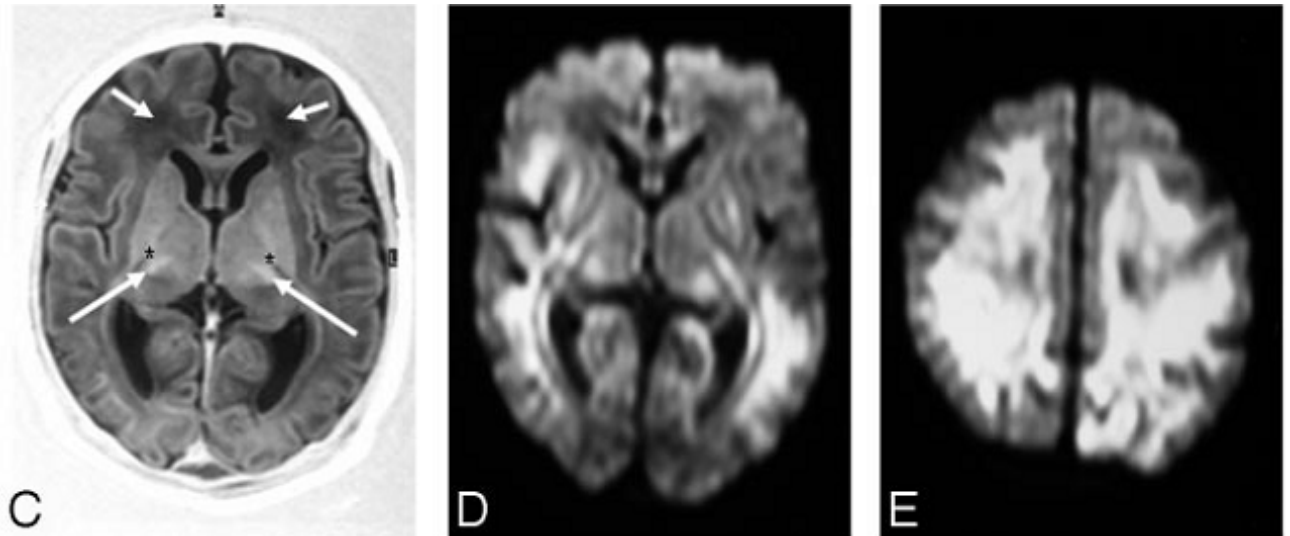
Em (C) Ressonância magnética da criança da figura 8.2 mostrando sinal de intensidade anormal no tálamo (setas longas), ausência de sinal de intensidade normal na cápsula interna () e sinal anormal de baixa intensidade na substância branca (setas curtas) (Leijser).*
